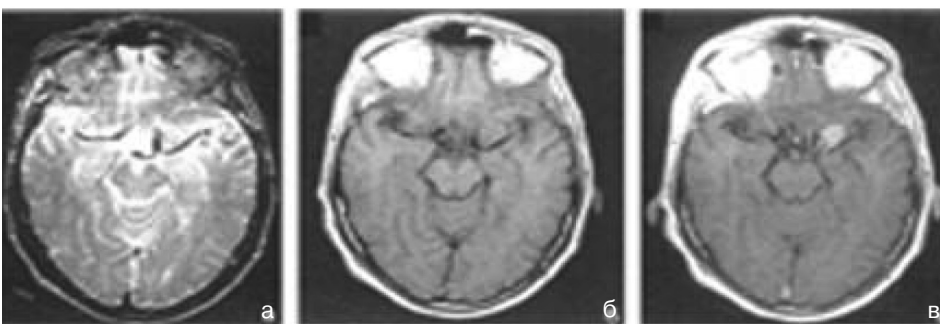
Менінгіома крил клиноподібної кістки — МРТ дослідження: на T1 і T2 нативних зображеннях пухлина не візуалізується й розпізнається за зміщенням середньої мозкової артерії; при контрастуванні чітко визначається розмір і поширеність пухлини
